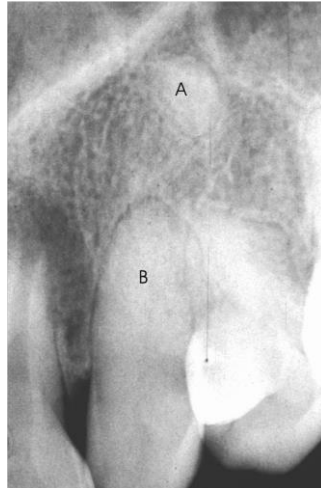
Radiografia periapical após tracionamento do canino retido pela técnica cirúrgica da Apicotomia. A. O fragmento apical continuou mesmo local que estava antes da cirurgia. B. Canal Radicular totalmente calcificado.
